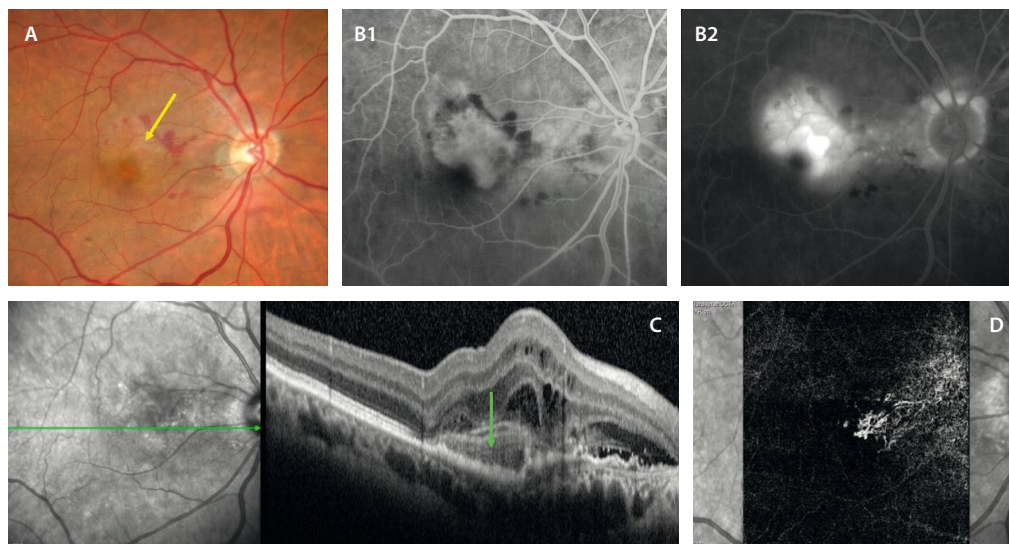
Membrana neovascular mixta de tipo 1 + 2. A) Retinografía a color que demuestra la presencia de una lesión grisácea (flecha amarilla) con hemorragias asociadas. B1) En la fase precoz de la angiografía con fluoresceína se delimita una placa hiperfluorescente que fuga en tiempos tardíos (B2). Es de predominio clásico (tipo 2). C) En la tomografía de coherencia óptica se aprecia un material hiperreflectivo subretiniano (flecha verde) definido con fluido subretiniano e intrarretiniano. D) La imagen *en face* de la angiografía por tomografía de coherencia óptica segmenta una membrana neovascular con aspecto de glomérulo (tipo 2), pero también un componente de vasos menos agrupados peripapilares (tipo 1).
